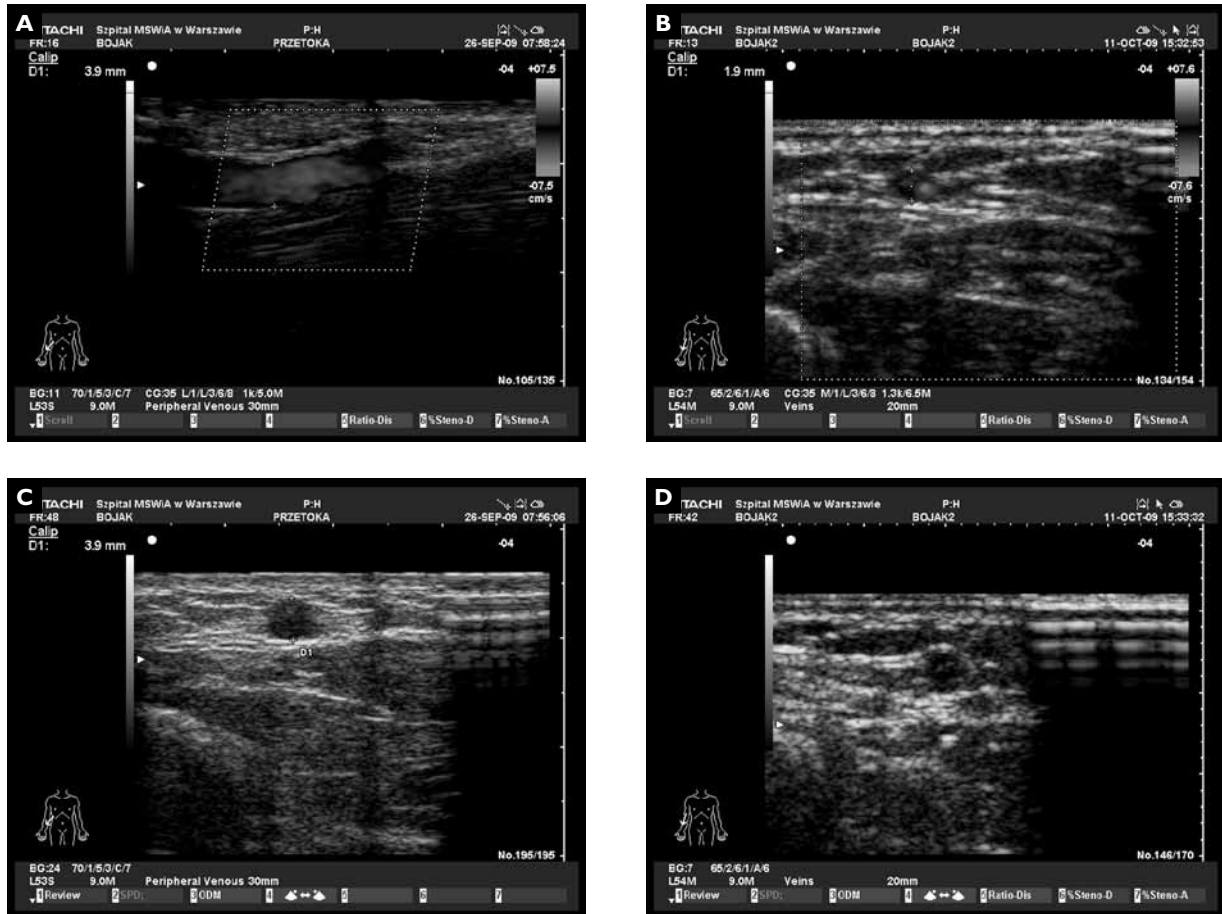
Ultrasonographic examination of cephalic vein during qualification for arteriovenous fistula creation for dialysis. A. Normal vessel of 3.9 mm diameter, with no visible post-thrombotic lesions. Blood flow can be seen in the entire vessel cross-section. B. B-mode projection. Blood flow is seen in the narrow lumen of cephalic vein in the forearm, where the lumen diameter is 1.9 mm, and paramural thrombi can be seen. C. B-mode projection. No visible post-thrombotic lesions or paramural thrombi. D. Thrombi seen in the lumen of cephalic vein in the forearm
